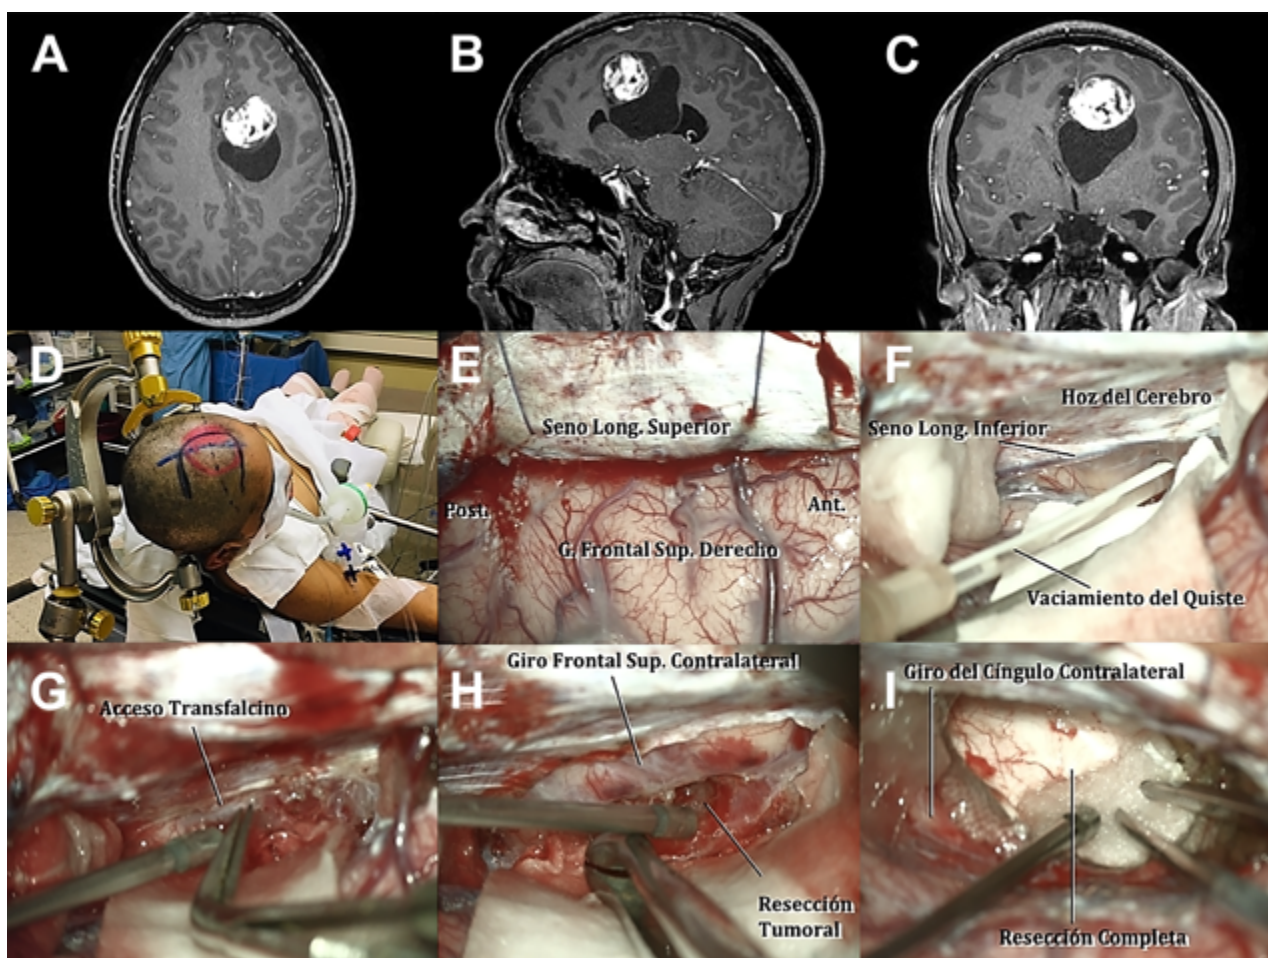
Imágenes pre-operatorias. A-B-C: Resonancia magnética cerebral en secuencias T1 con administración de gadolinio que muestran imagen circunscrita de 40mm x 50mm x 60 mm, sólido-quística, de localización intra-axial extra-ventricular y realce mayormente homogéneo e intenso del componente sólido. A) Plano axial donde se visualiza lesión en el giro frontal superior con leve edema perilesional y realce mayormente homogéneo e intenso del componente sólido. B) Plano sagital que muestra dicha lesión en giro del cíngulo izquierdo con el componente el quístico que comprime y elonga el cuerpo calloso, colapsando ventrículo lateral ipsilateral. C) Plano coronal que evidencia desplazamiento de línea media de aproximadamente 5 mm.
